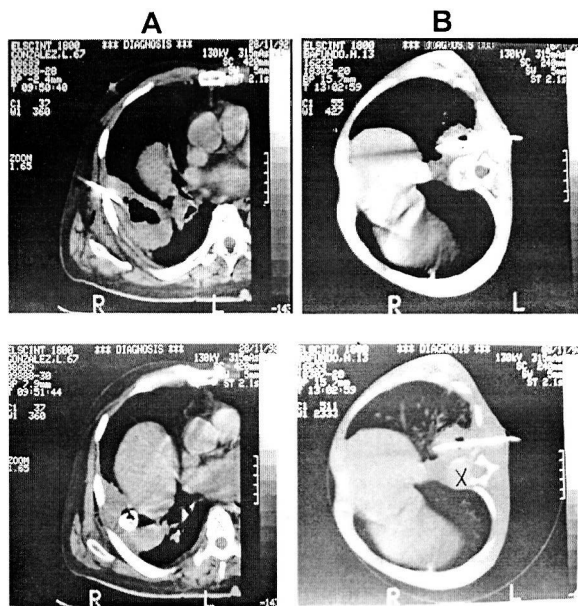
Drenaje percutáneo con tubo guiado por TC. (Zubiaurre)
